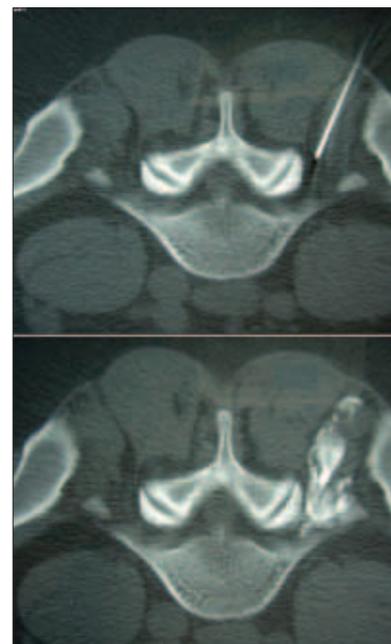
Фораминальная блокада под навигацией компьютерной томографии. Избыточное количество анестетика с неионным рентгеноконтрастным веществом распространяется обратно по ходу иглы
